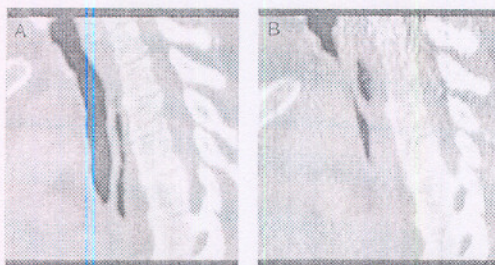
TC lineal en inspiración (A) y espiración (B).
